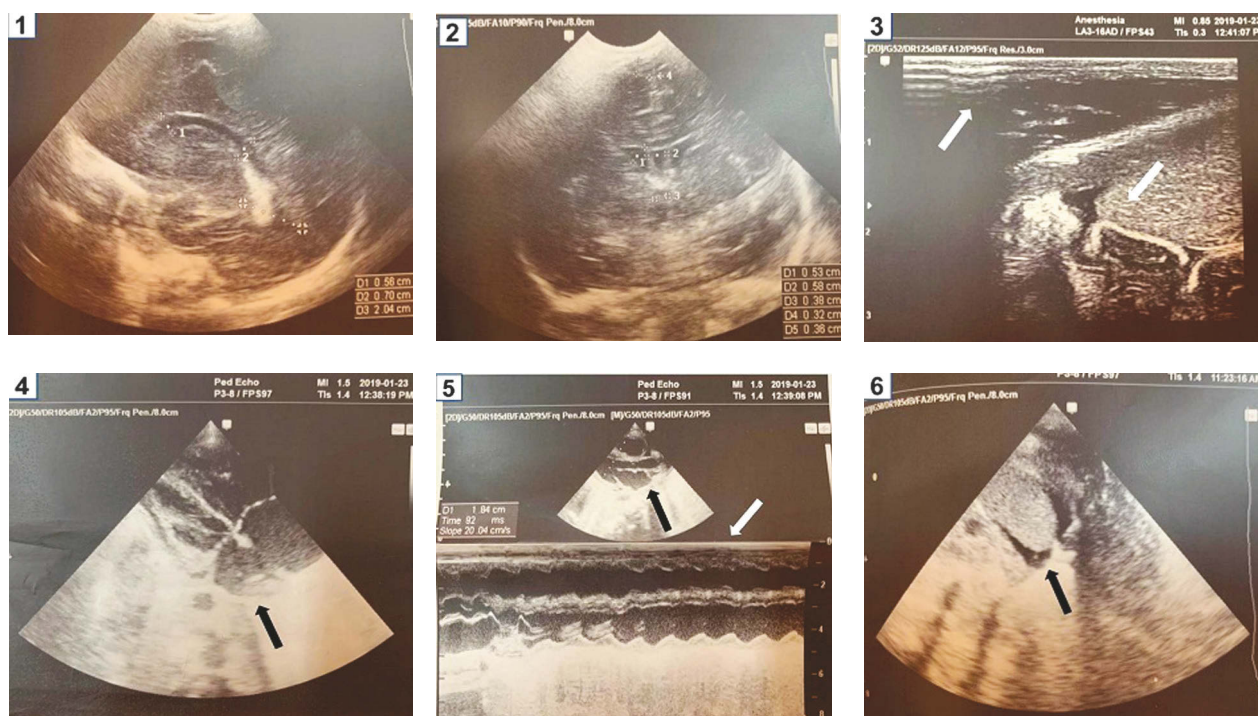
Результаты УЗИ пациента при поступлении в отделение реанимации: ультразвуковое исследование сердца (4, 5) стрелками обозначены дилатация полостей сердца, гипертрофия миокарда; ультразвуковое исследование печени (3) и селезенки (6) стрелками обозначены признаки асцита; нейросонограмма (1, 2) гипоксически-ишемические изменения паренхимы головного мозга и подкорковых ядер; субэпендимальные кровоизлияния с обеих сторон; дилатация передних рогов бокового желудочка.
